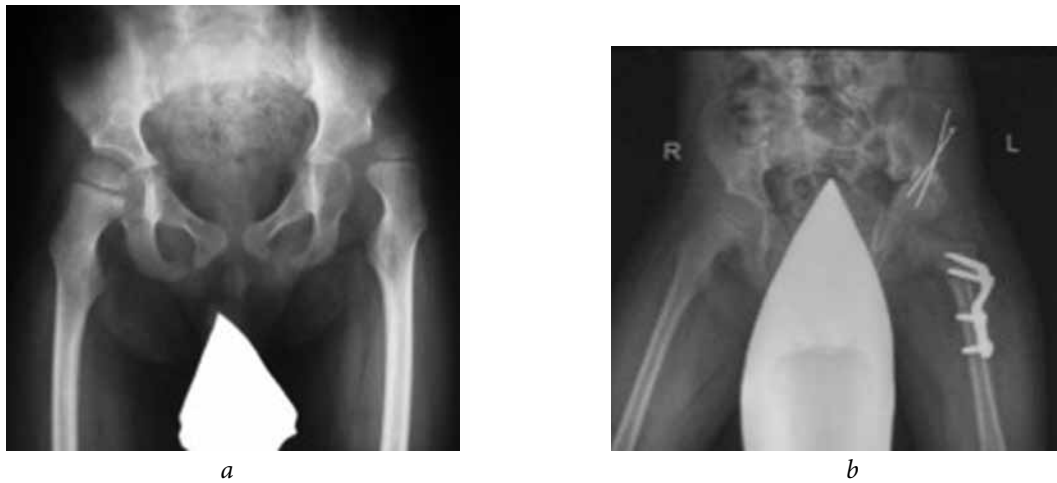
Рентгенограммы тазобедренных суставов пациента В., 5 лет. Диагноз: «Последствие спинномозговой грыжи. Паралитический вывих бедра слева»: *a* — до операции; *b* — после хирургического вмешательства
